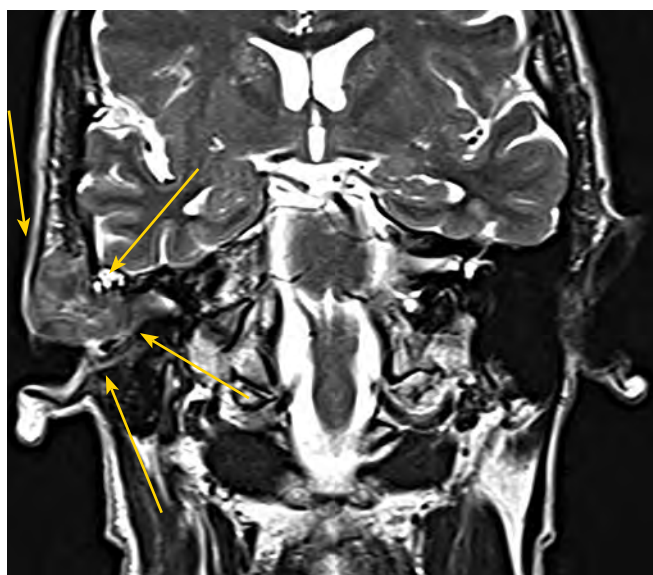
Магнитно-резонансная томография больного А. с раком кожи правой височной области от 04.05.2011. Состояние после лучевой терапии (2009) и хирургического лечения (2010). Рецидив. T4N0M0 по системе стадирования University of Pittsburgh
